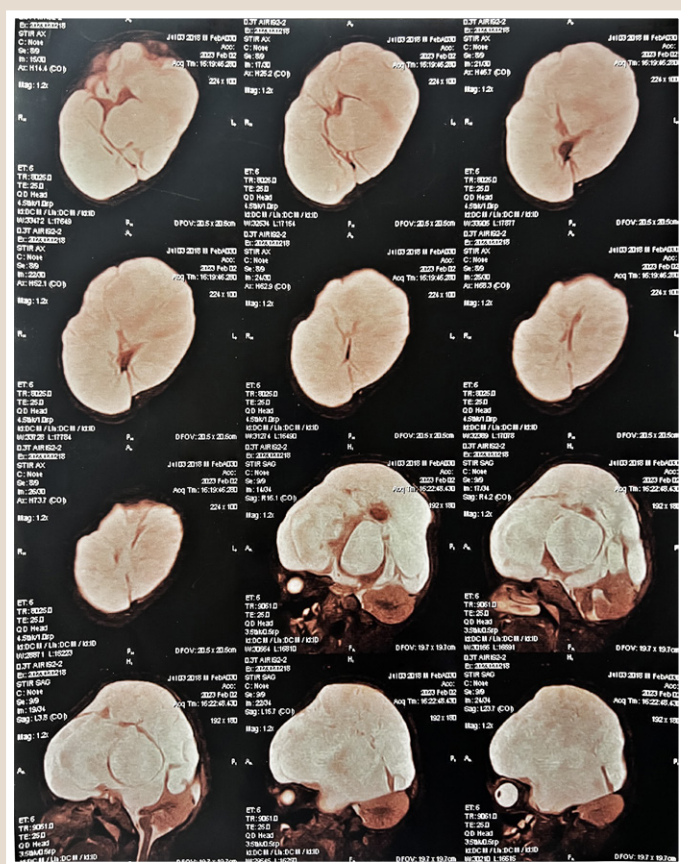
MRI of the child's brain at the children's hospital.
